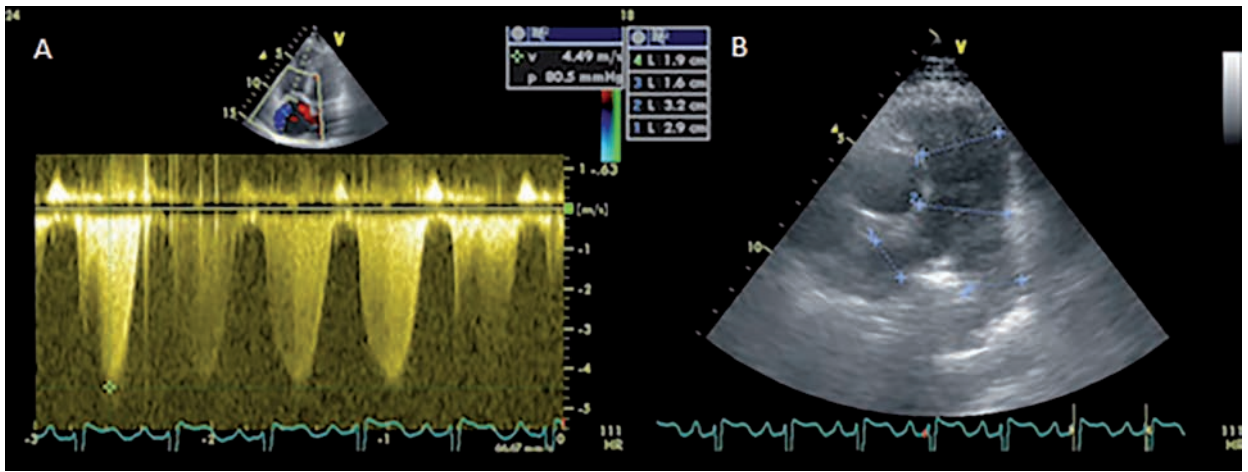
Ecocardiograma Doppler. A. Determinación de la presión de la arteria pulmonar mediante espectro de la señal de Doppler continuo de la regurgitación tricúspidea. B. Medición del diámetro del tronco de la arteria pulmonar y sus ramas.
